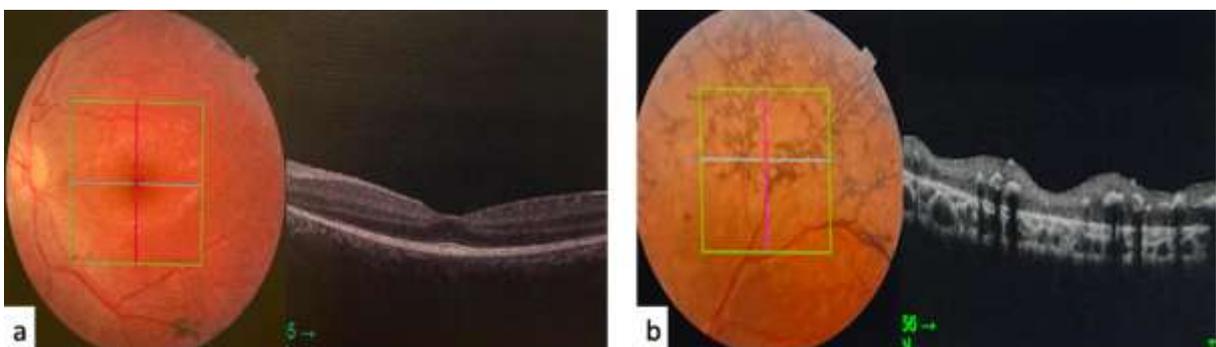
a)Tomographie par cohérence optique de la fovéa montrant une bonne dépression fovéolaire avec des couches rétiniennes intactes. b)Tomographie par cohérence optique passant par les lésions d'atrophie para veineuse pigmentée
